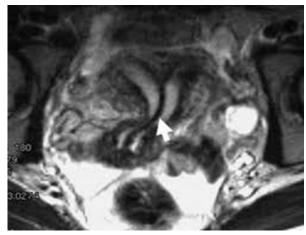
Неполное удвоение тела матки. а – аксиальная MP томограмма Т2ВИ: определяются две полости матки, шейка матки утолщена и имеет единый наружный контур (стрелка) б – косая аксиальная плоскость сканирования на уровне шейки матки: наружный контур шейки матки единый (пунктирная стрелка), имеются два цервикальных канала (перегородка указана стрелкой).
